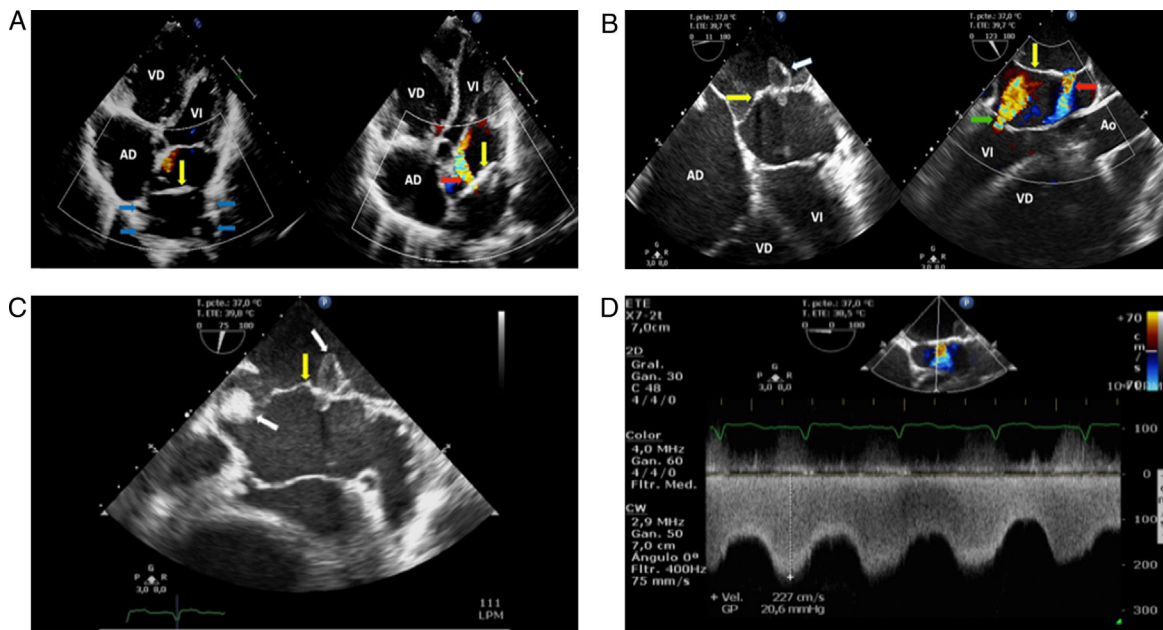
a) Ecocardiograma transtorácico ventana cuatro cámaras: la flecha amarilla señala membrana del cor triatriatum sinistrum; las flechas azules muestran las venas pulmonares que drenan en la porción superior de la aurícula izquierda, superior a membrana; la flecha roja indica flujo por doppler color de la cavidad superior de la aurícula izquierda a la cavidad inferior de la aurícula a través de orificio en membrana divisora. b) Ecocardiograma transesofágico en vista de cuatro cámaras: la flecha amarilla señala membrana del cor triatriatum sinistrum; y la flecha blanca indica trombo en membrana del cor triatriatum que obstruye uno de sus orificios, apreciando parte del trombo en cavidad inferior atravesando la membrana. La vista longitudinal en la misma figura muestra: flecha amarilla que señala membrana del cor triatriatum sinistrum, flecha roja que indica flujo por doppler color de la cavidad superior de la aurícula izquierda a la cavidad inferior de la aurícula a través de orificio en membrana divisora, y flecha verde que indica el flujo por doppler color de la insuficiencia mitral. c) Ecocardiograma transesofágico, donde la flecha amarilla señala membrana del cor triatriatum sinistrum, la flecha blanca indica trombos en la membrana, uno de ellos obstruye uno de sus orificios, apreciando parte del trombo en cavidad inferior atravesando la membrana. d) Ecocardiograma transesofágico donde se muestra medición de gradiente a través del orificio del cor triatriatum. AD: aurícula derecha; Ao: aorta ascendente; VD: ventrículo derecho; VI: ventrículo izquierdo.
